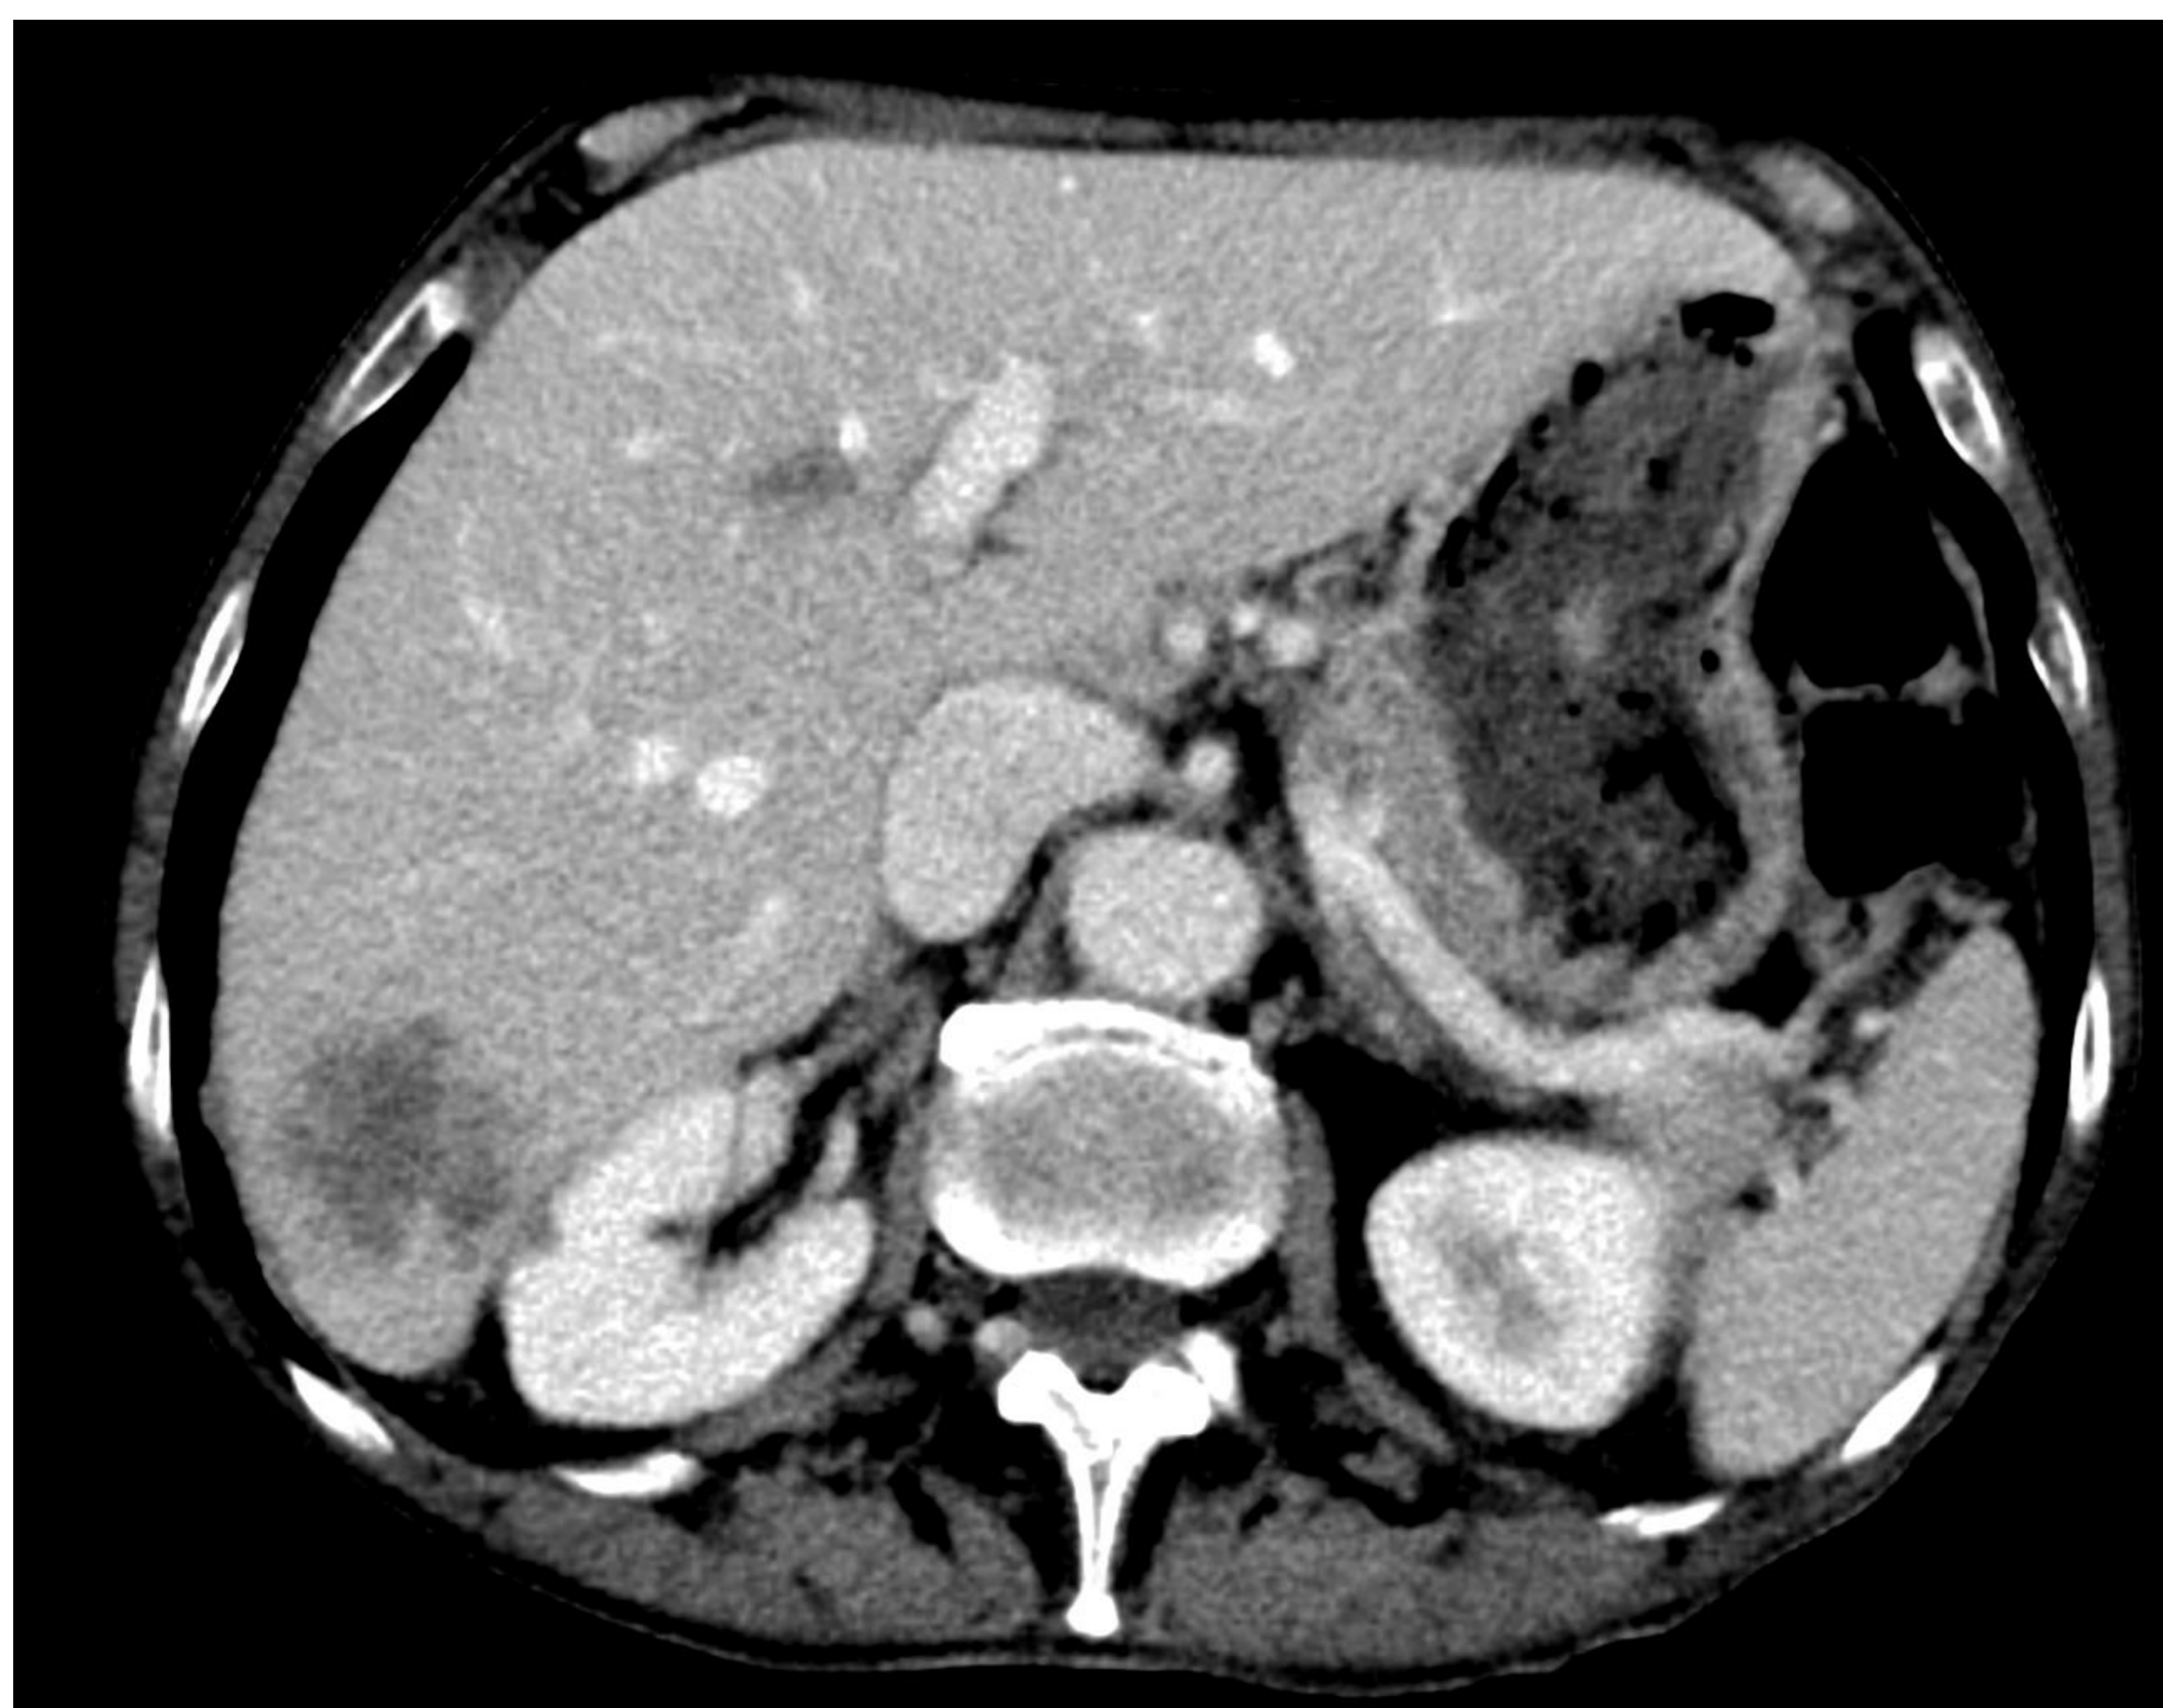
TC al diagnóstico: cortes axiales a nivel de hígado observándose disminución de las lesiones conocidas compatibles metástasis hepáticas.
